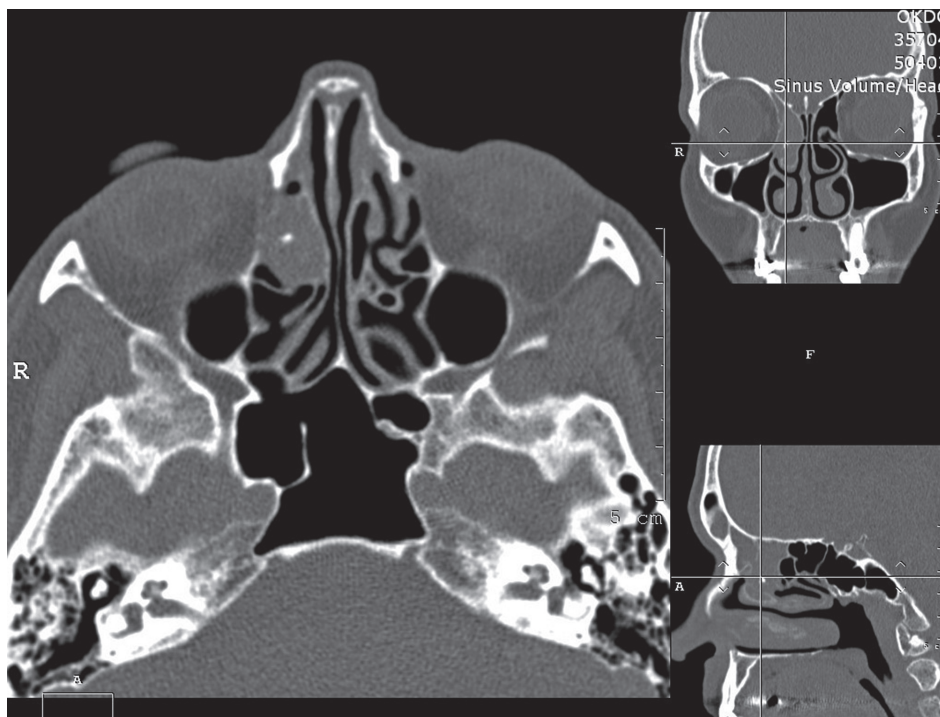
СКТ больной 3. в аксиальной, коронарной и сагиттальной проекциях
